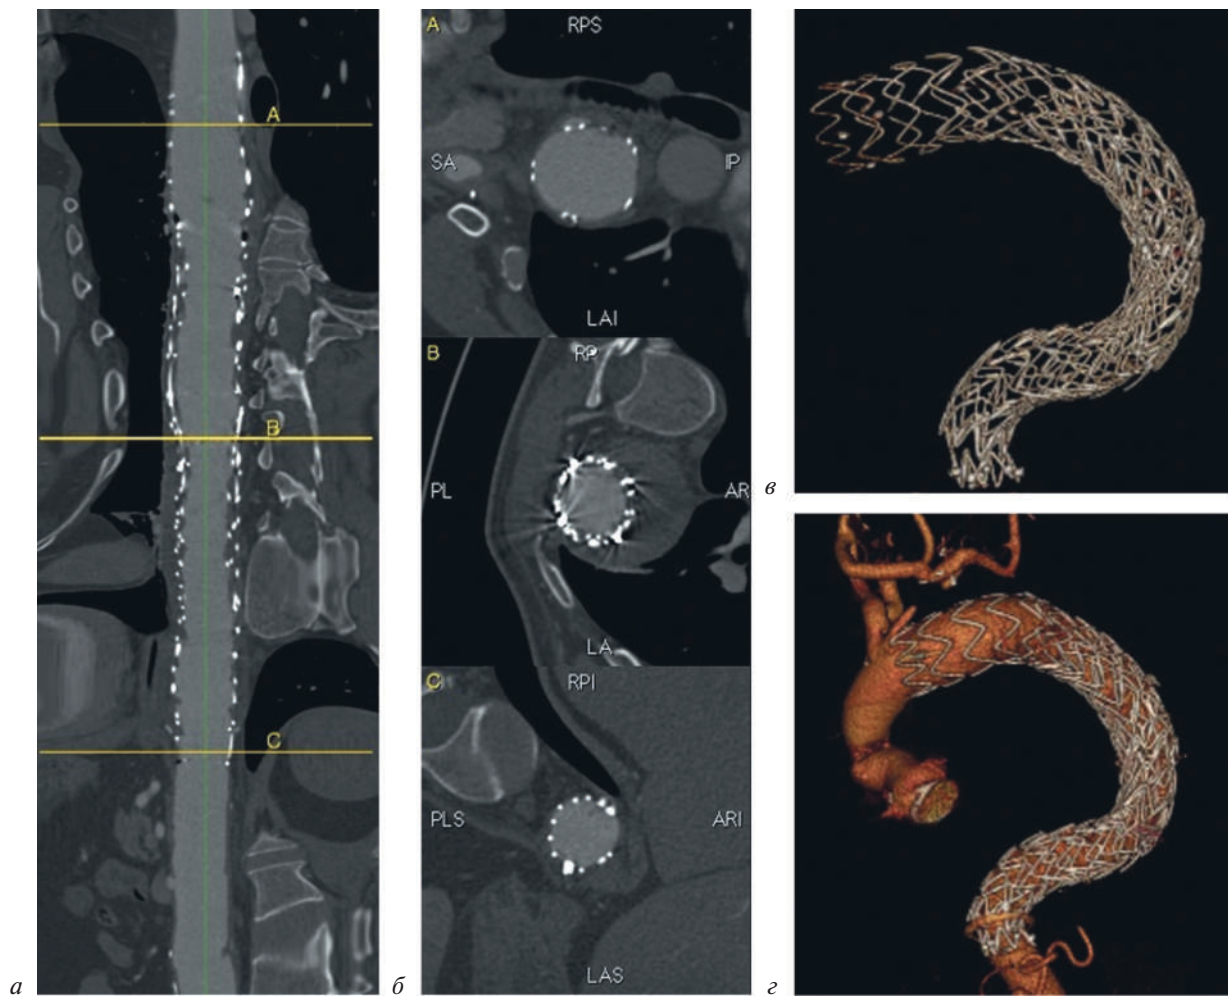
Контрольная МСКТ-аортография после устранения подтеканий эндоваскулярным методом:
